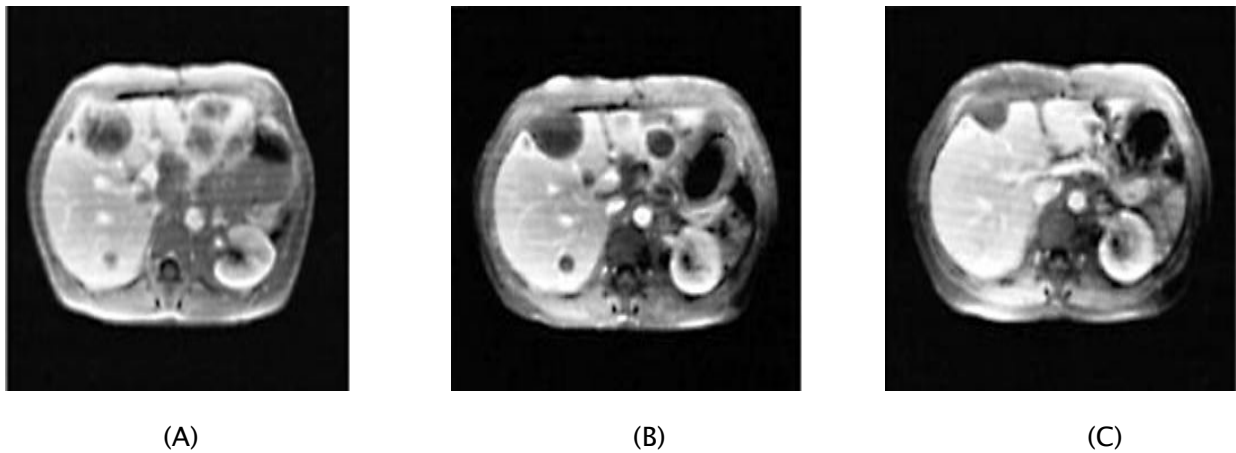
IRM hépatique de la 1^{ere} patiente traitée par Imatinib(124).
